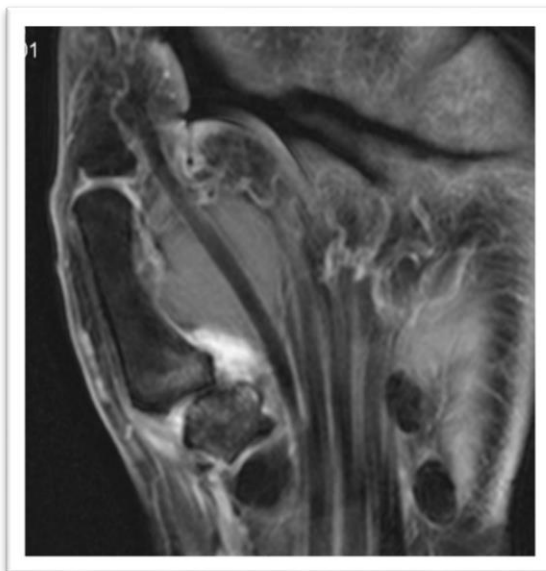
MRT-Begleitbefunde bei akuter Tendovaginitis de Quervain, koronale Aufnahmeserie (Beispiel 2)
